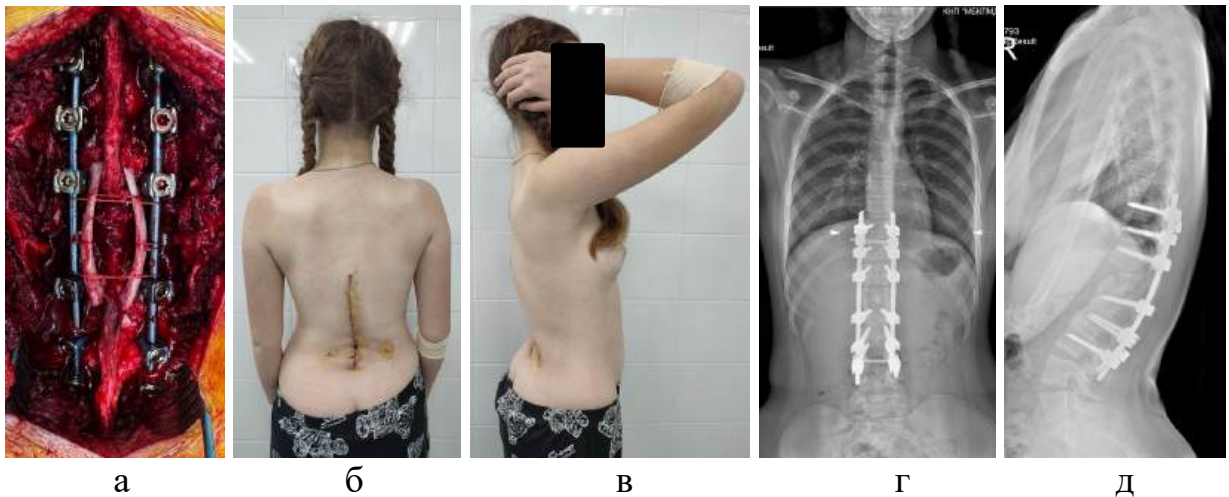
Фотовідбитки інтраопераційної рани (а), зовнішнього вигляду хворої Я. (б-в) і рентгенограм у передньо-задній (г) та бічній проекціях (д) після операції
